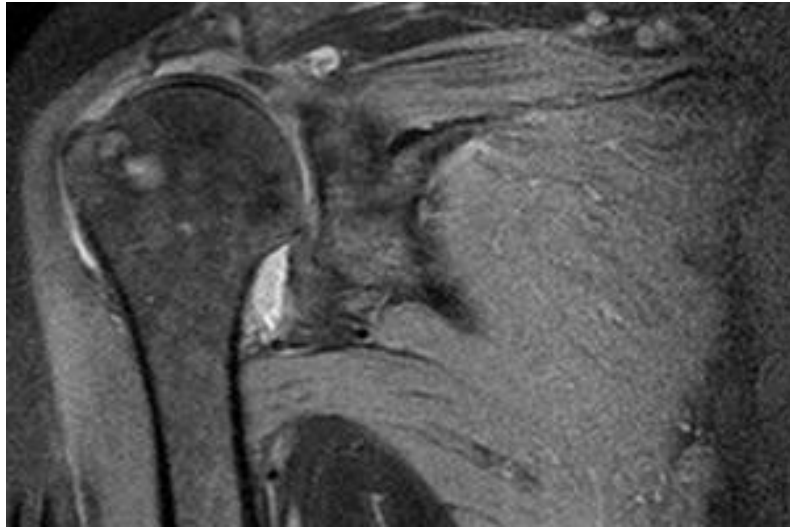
Магнітно-резонансна томографія., пацієнт І. 77 років, і/х №5698, до операції
